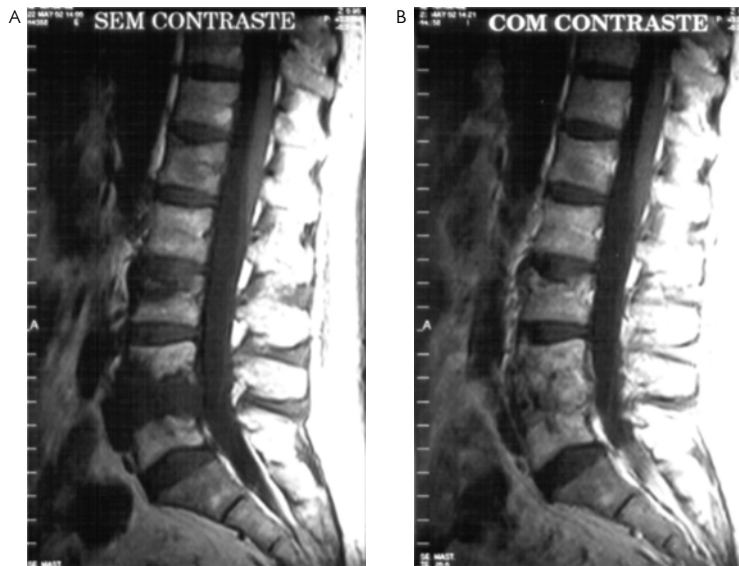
Espondilodiscite piogênica. Ressonância magnética mostrando acometimento L4/L5 (A) e (B).
